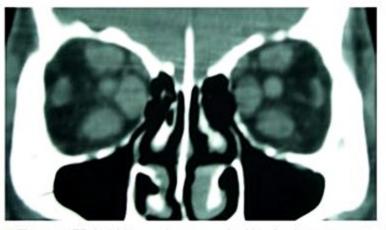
TC de órbita em plano coronal evidenciando espessamento muscular típico da orbitopatia distireoidiana acometendo músculos retos inferior, superior e medial de ambos os lados.
